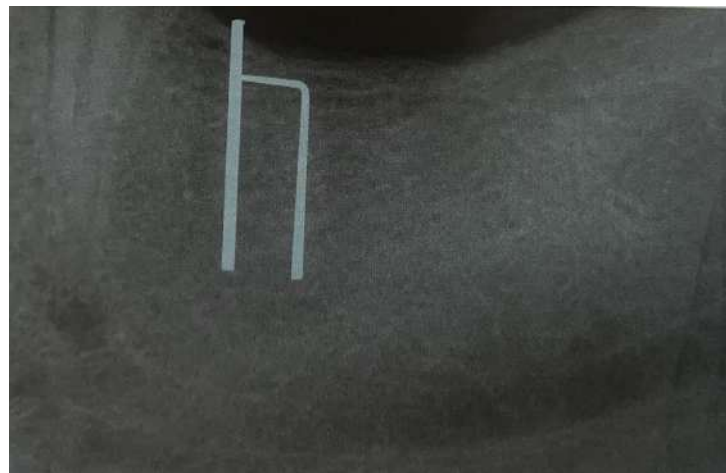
Radiographie rétro-alvéolaire à la mandibule indiquant la hauteur d'os disponible(37)
